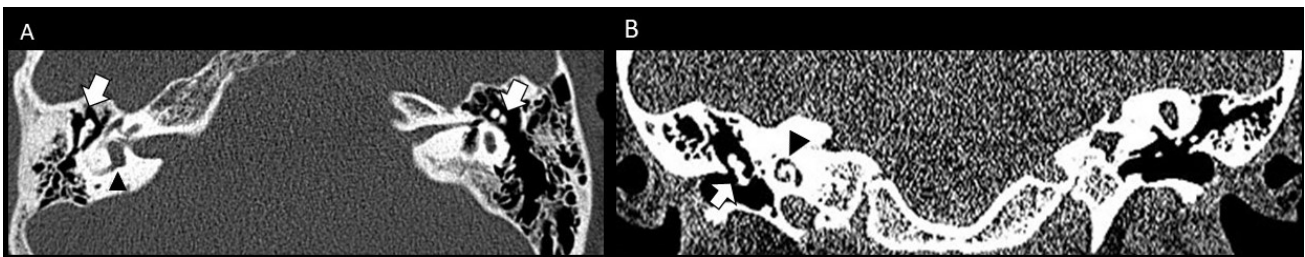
TC peñasco. Plano axial (A). Coronal (B). Del lado derecho, desarrollo normal y aireación otomastoidea, así como de la caja timpánica y la cadena de huesecillos (yunque señalado con flecha blanca). Estructuras cócleo-vestibular de características normales (cabeza de flecha negra). CAI de grosor y morfología normal. Lado izquierdo, hiperneumatización temporo-mastoidea. Caja timpánica amplia con hipoplasia osicular (A). Ectasia del nicho oval que queda desconectado del vestibulo malformado y dilatado, aplasia coclear.
